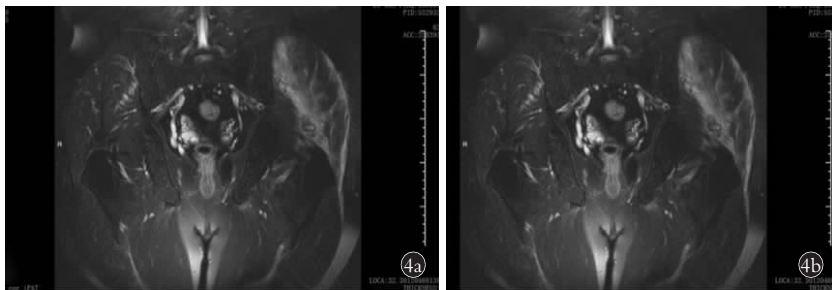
髋关节钙化性肌腱炎 MRI 冠状位表现 4a. MRI 冠状位 T2 像:左股骨大转子后上方可见短 T2 信号钙化影,周围片状长 T2 水肿信号影 4b. MRI 冠状位 T1 像:左股骨大转子后上方可见长 T1 信号钙化影,周围片状长 T1 水肿信号影
